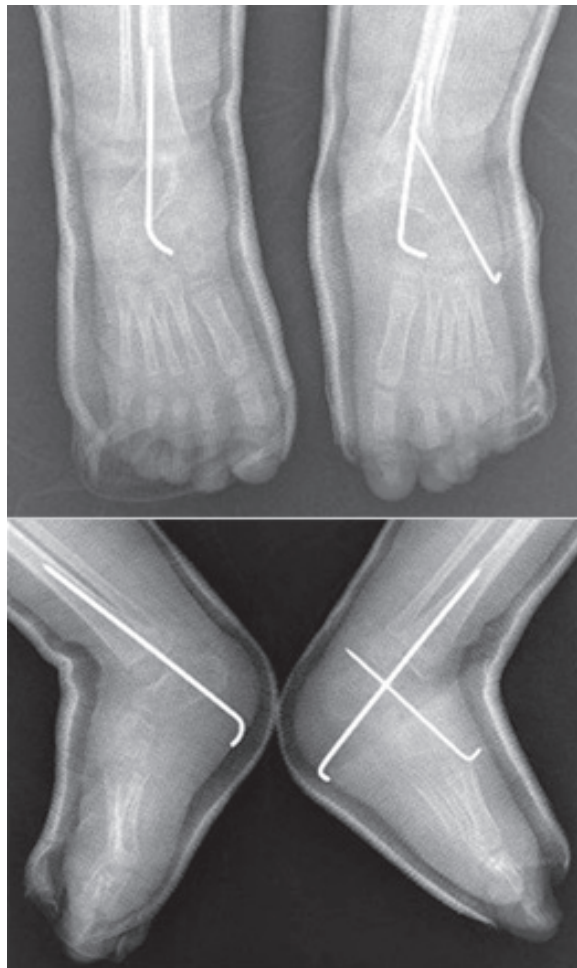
Radiografía bilateral anteroposterior y lateral postoperatoria (Caso 2).
